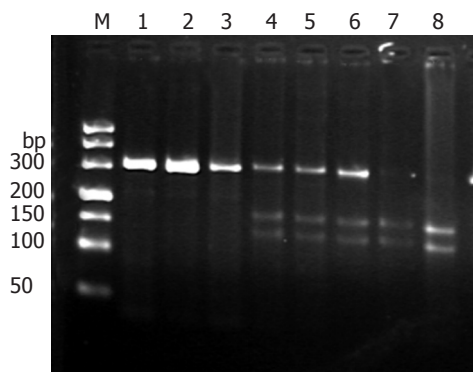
PCR 结果及限制性酶切电泳图。M: Marker; 1-2: PCR 产物, 大小为 305 bp; 3: TT 基因型; 4-6: CT 基因型; 7-8: CC 基因型。
